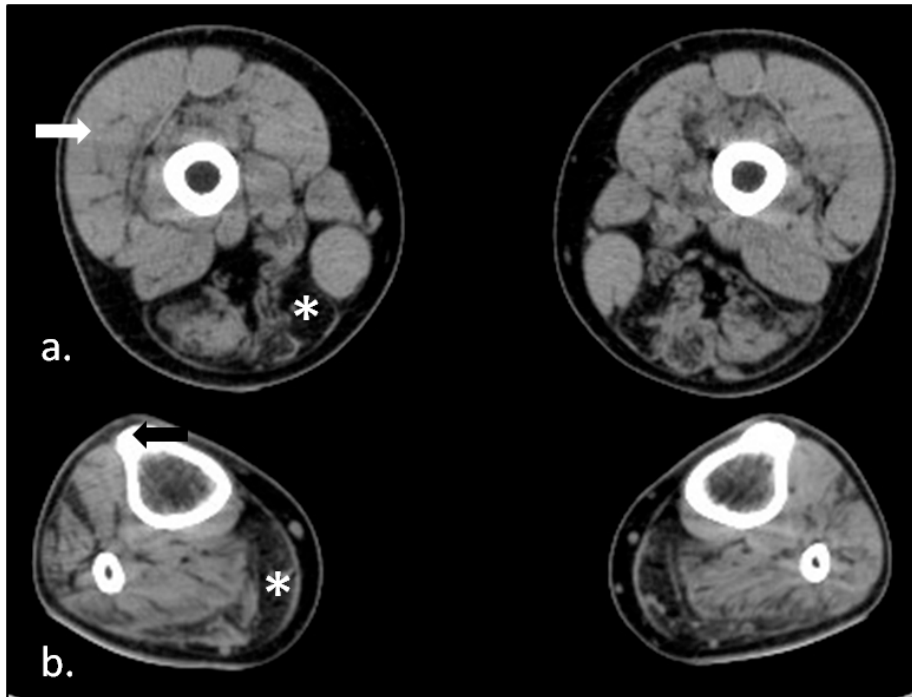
Imagen de TC muscular corte axial de muslo (a.) y pierna (b.) de un paciente con distrofia muscular Emery Dreifuss. La flecha blanca indica la isodensidad de un músculo sano. La flecha negra indica la hiperdensidad del hueso. El asterisco indica la hipodensidad visualizada en un músculo infiltrado por tejido adiposo.
